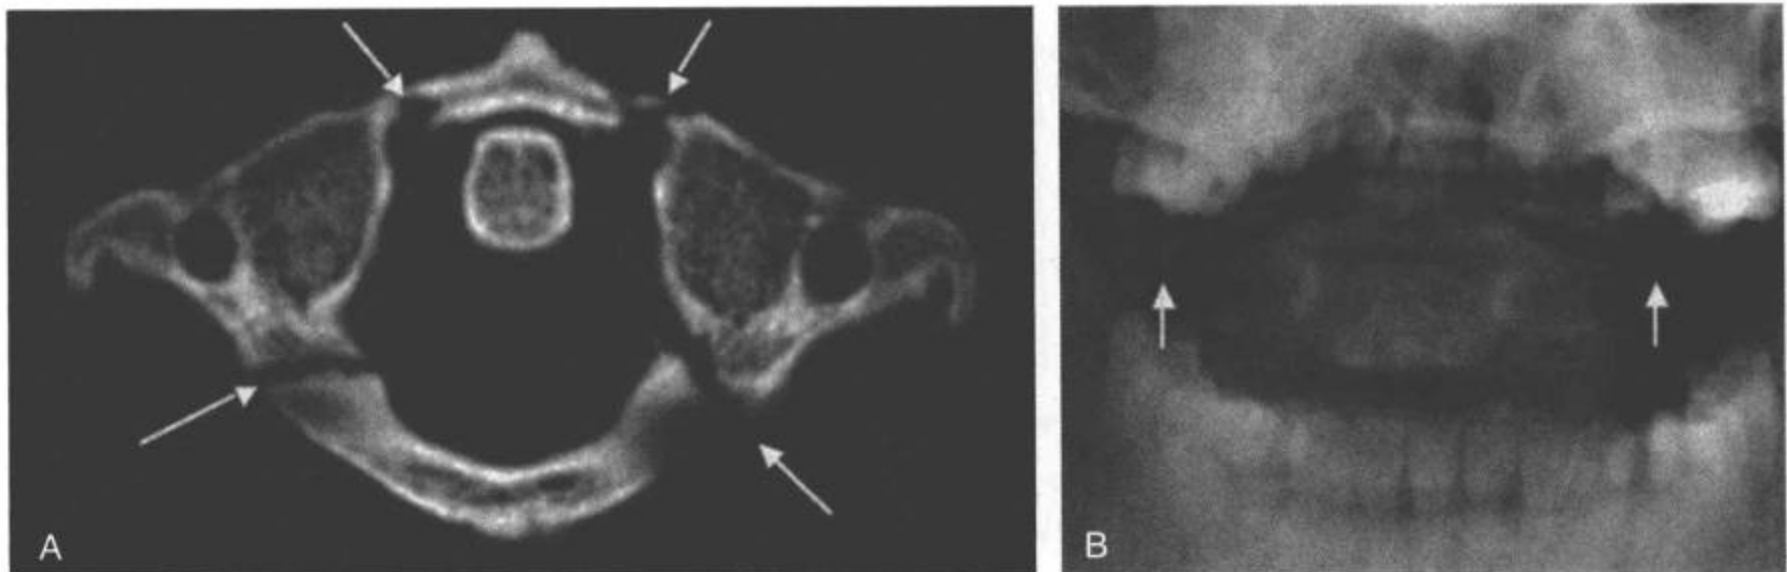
A: 一例30岁男性的C1 Jefferson骨折的CT横断面图像和(B)张口齿突片平片。横断面CT显示C1前环和后环的双侧骨折(箭)。张口齿突片平片显示C1侧块在C2侧块上方的侧突 $>7\text{mm}$ (这个病人侧突共计 $11\text{mm}$ )，提示横韧带可能断裂(箭)。
